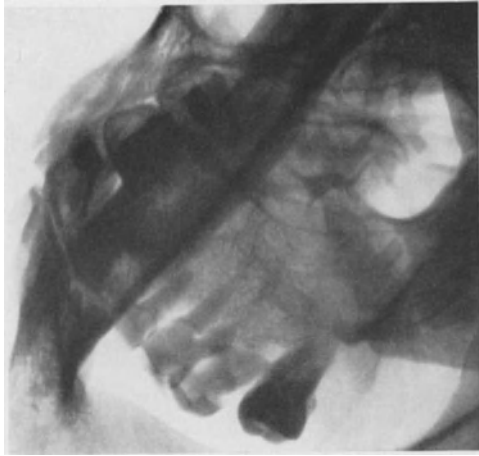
Oberkiefercarcinom. Zugehöriges Röntgenbild in Schrägsenaufnahme. Verschattung der Oberkieferhöhle.
